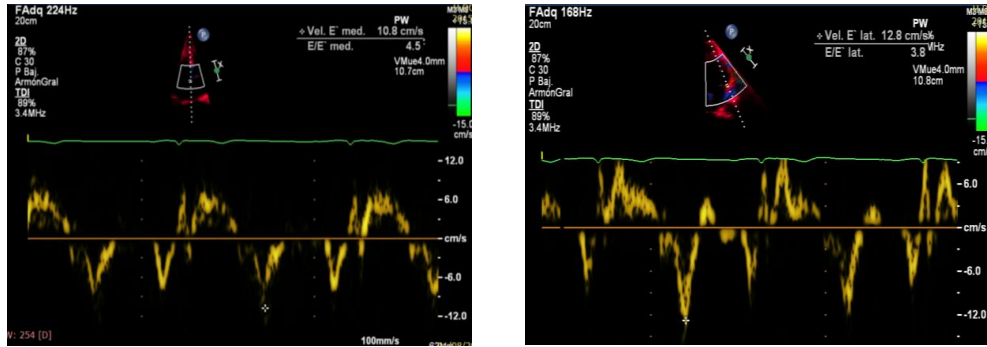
Doppler tisular pulsado. A) E´ medial: Volumen de muestreo colocado a nivel de la inserción del anillo mitral con el septo interventricular. B) E´lateral: volumen de muestreo colocado a nivel de la inserción del anillo mitral con la pared lateral del ventrículo izquierdo.
